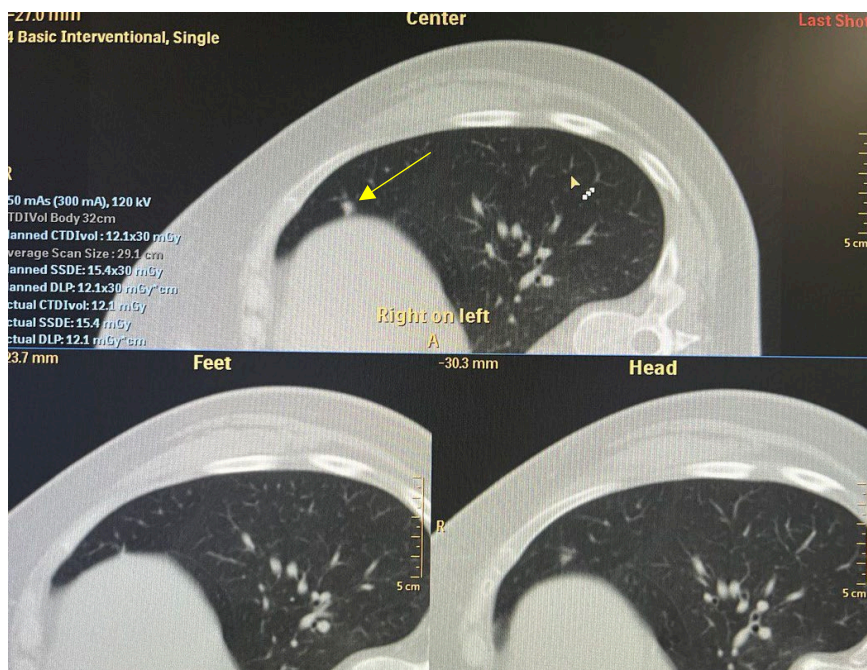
КТ-сканы перед проведением биопсии (центральный, краниальный, каудальный). На верхнем скане виден мелкий очаг в средней доле правого легкого (стрелка) [оригинальный рисунок].
